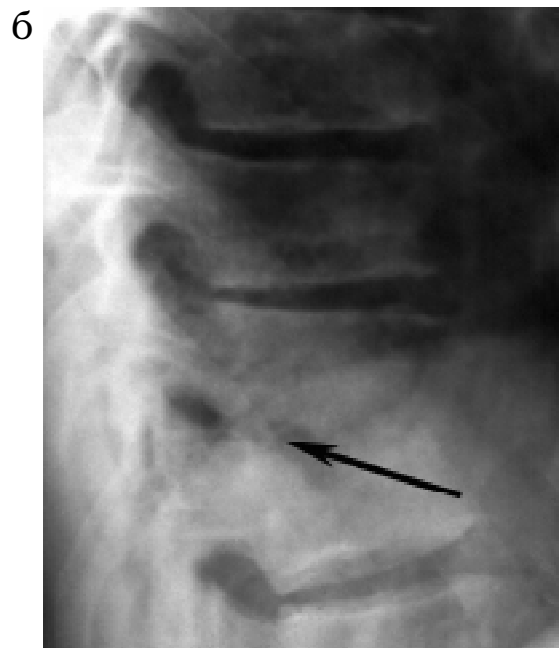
Фотовідбитки рентгенограм пацієнта С., історія хвороби № 2279, у передньозадній (а) та бічній (б) проекціях. Візуалізація контактної-тілової деструкції в сегменті D₉-D₁₀ з наявністю напливного абсцесу (на фасній рентгенограмі)
